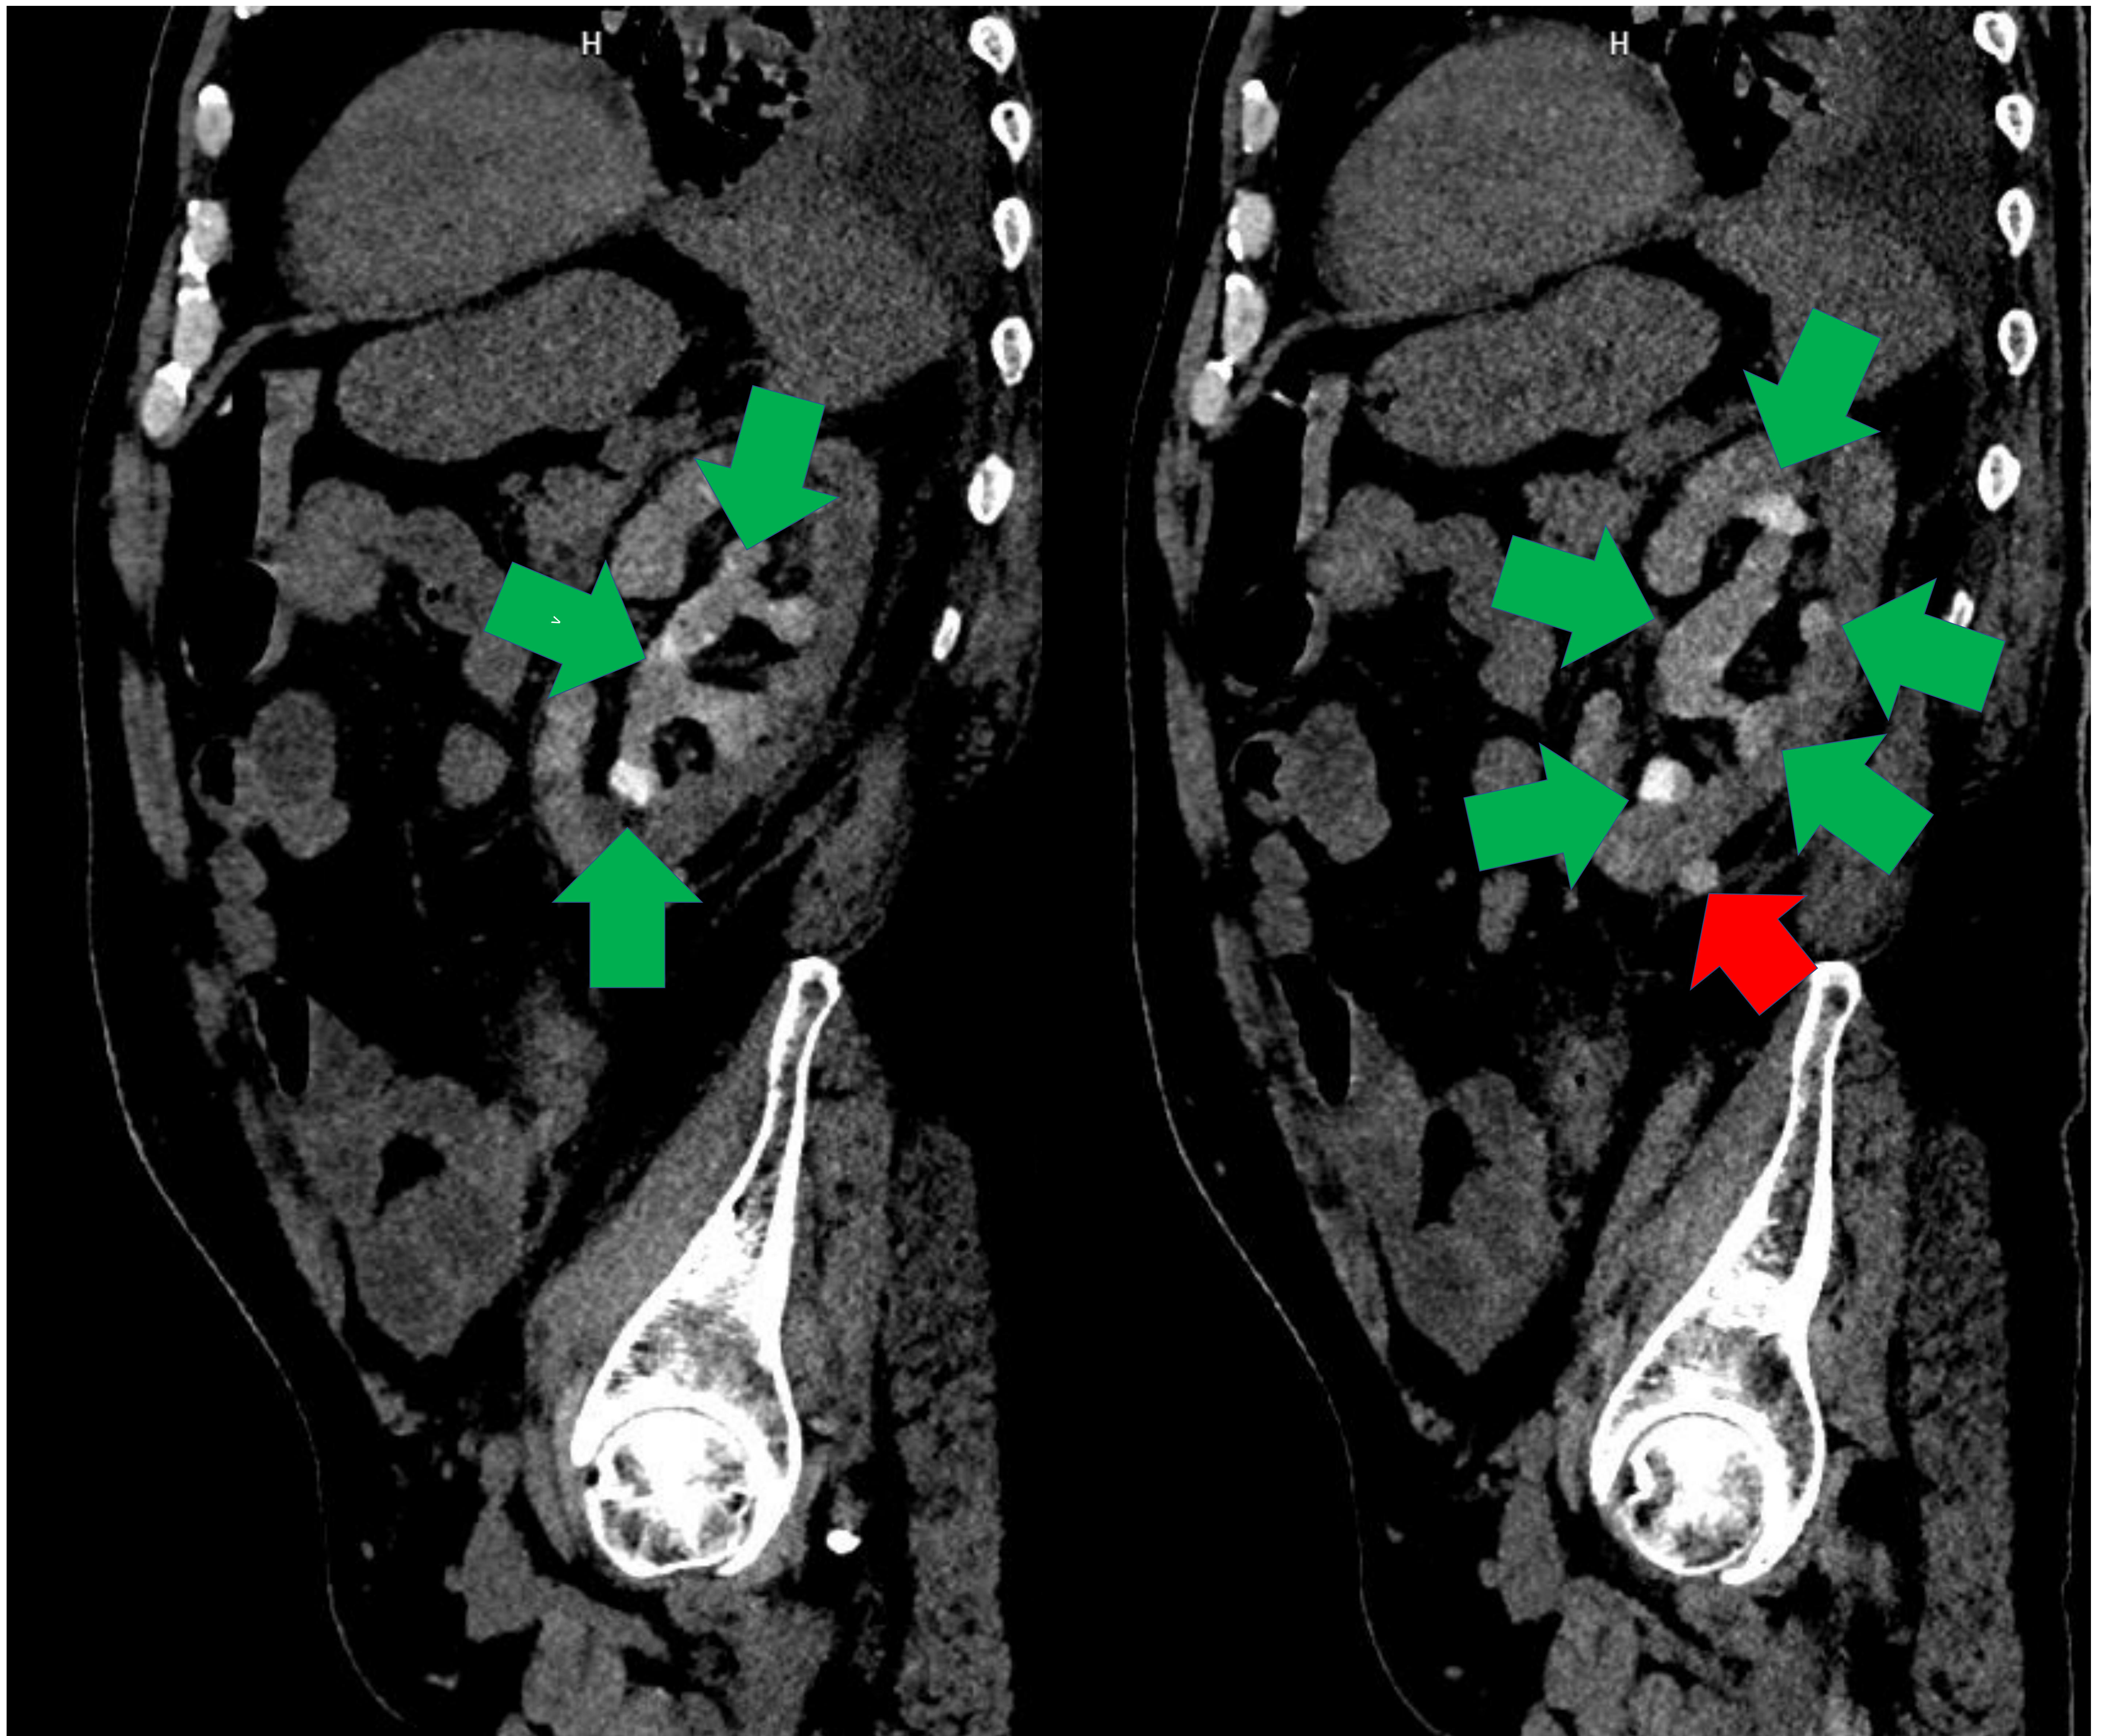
(TC sagital sin contraste). Focos hiperatenuantes compatibles con excreción renal normal de contraste intravenoso (120 UH) de estudio previo contrastado realizado hace 2 días.
